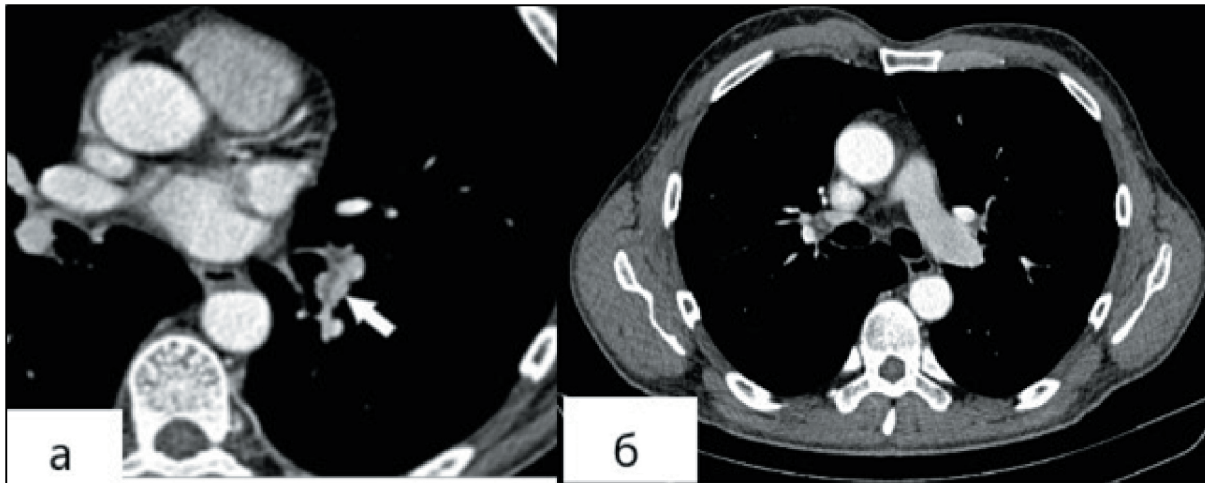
Компьютерная томограмма больного Н., 56 лет. А — опухоль в стенке бронха VI сегмента (указано стрелкой); б — отсутствие увеличения размеров лимфатических узлов средостения
